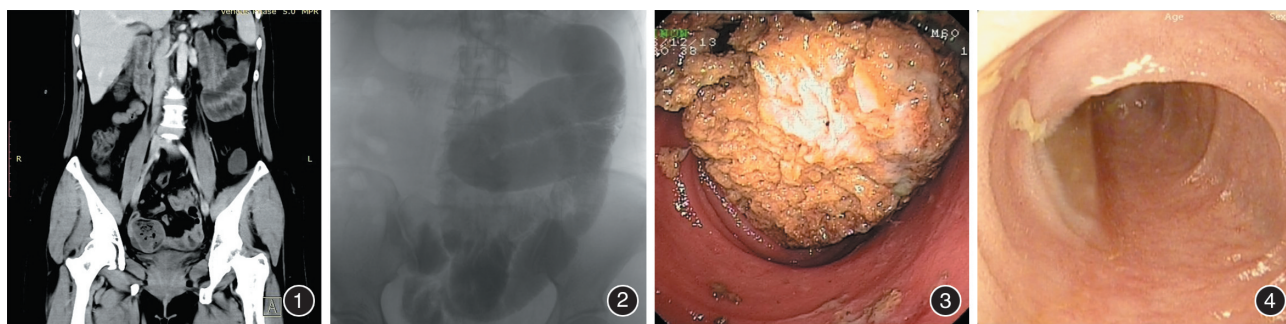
腹部 CT 检查提示肠道积液积气,考虑肠梗阻 图 2 造影剂于第 5 组小肠处无法通过,考虑小肠低位不完全性肠梗阻
